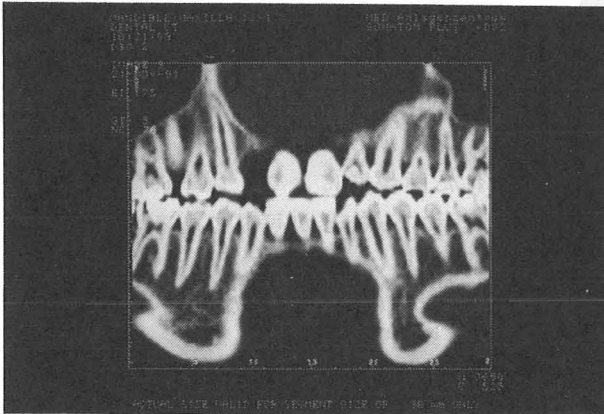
「デンタルCT」による歯列弓にそったパノラマ表示
